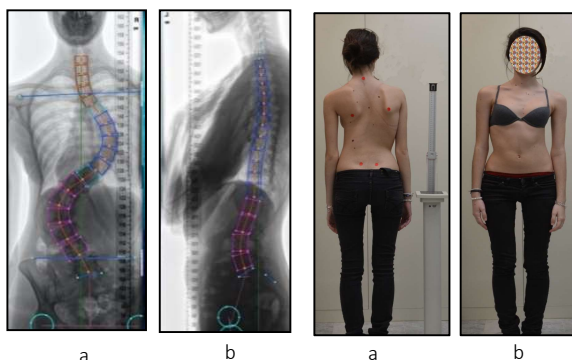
Radiografia d'una pacient amb escoliosi
